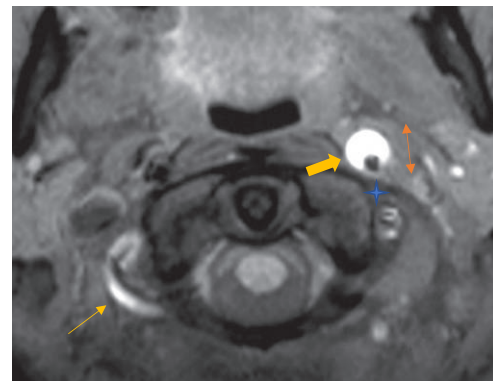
IRM, séquence T1 avec saturation de la graisse et sang noir. Hématomes de paroi de l'artère carotide interne gauche (=>) et de l'artère vertébrale droite (->) en hypersignal T1 (élargissement de l'artère <->). Lumière résiduelle en vide de signal excentrée mieux visible sur l'artère carotide gauche (\*).
